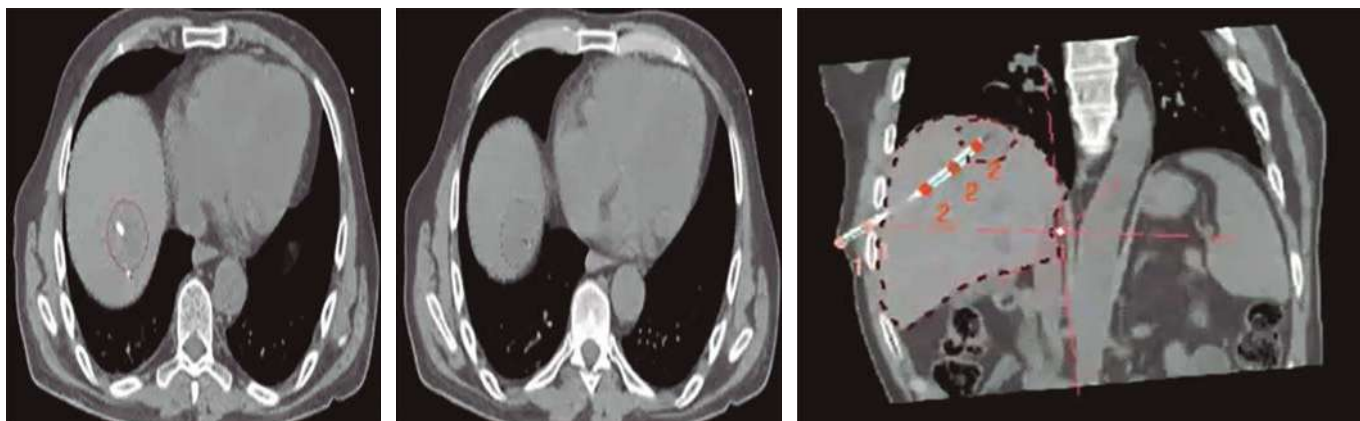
Reconstrucción del catéter con la TC de simulación en Radioterapia.
